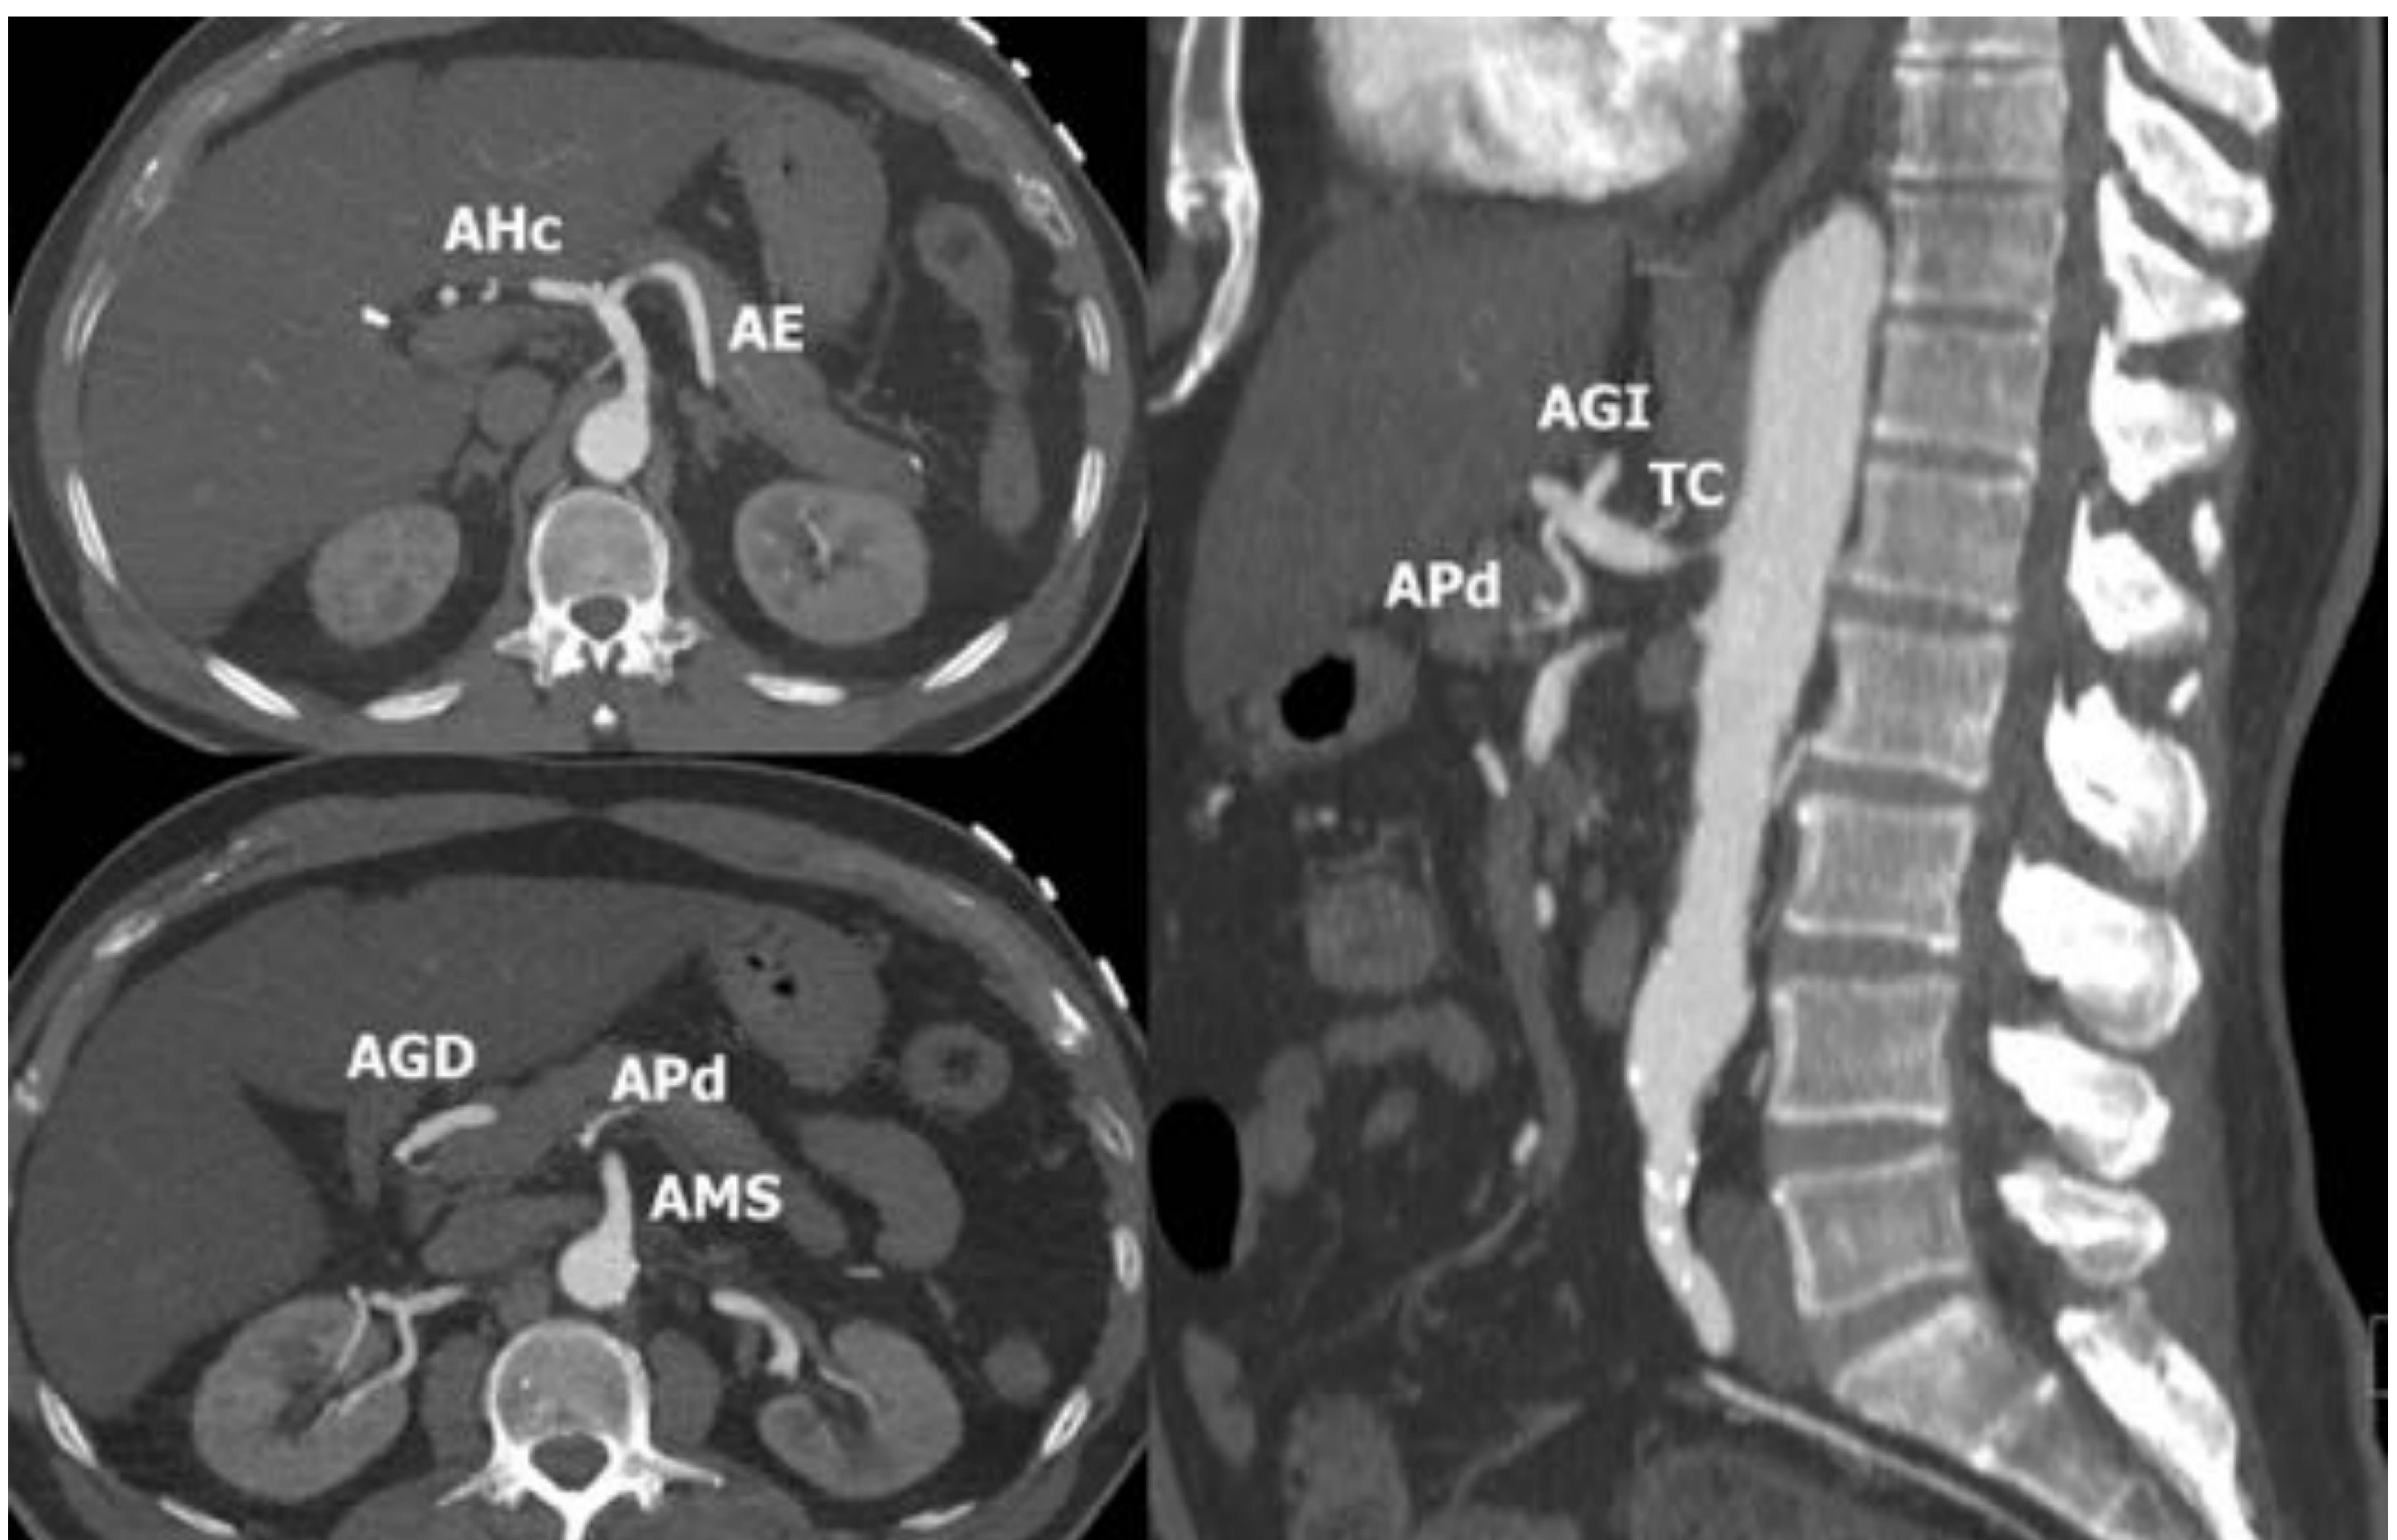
Ramas del tronco celiaco en imágenes en proyección de máxima intensidad (MIP) parciales, axiales y sagital. AHc: arteria hepática común; AGI: gástrica izquierda; AGD: gastroduodenal; APd: arteria pancreática dorsal o mayor de Haller (habitualmente rama de la esplénica, aunque en este caso se origina directamente del TC como una 4ª rama). <<<
